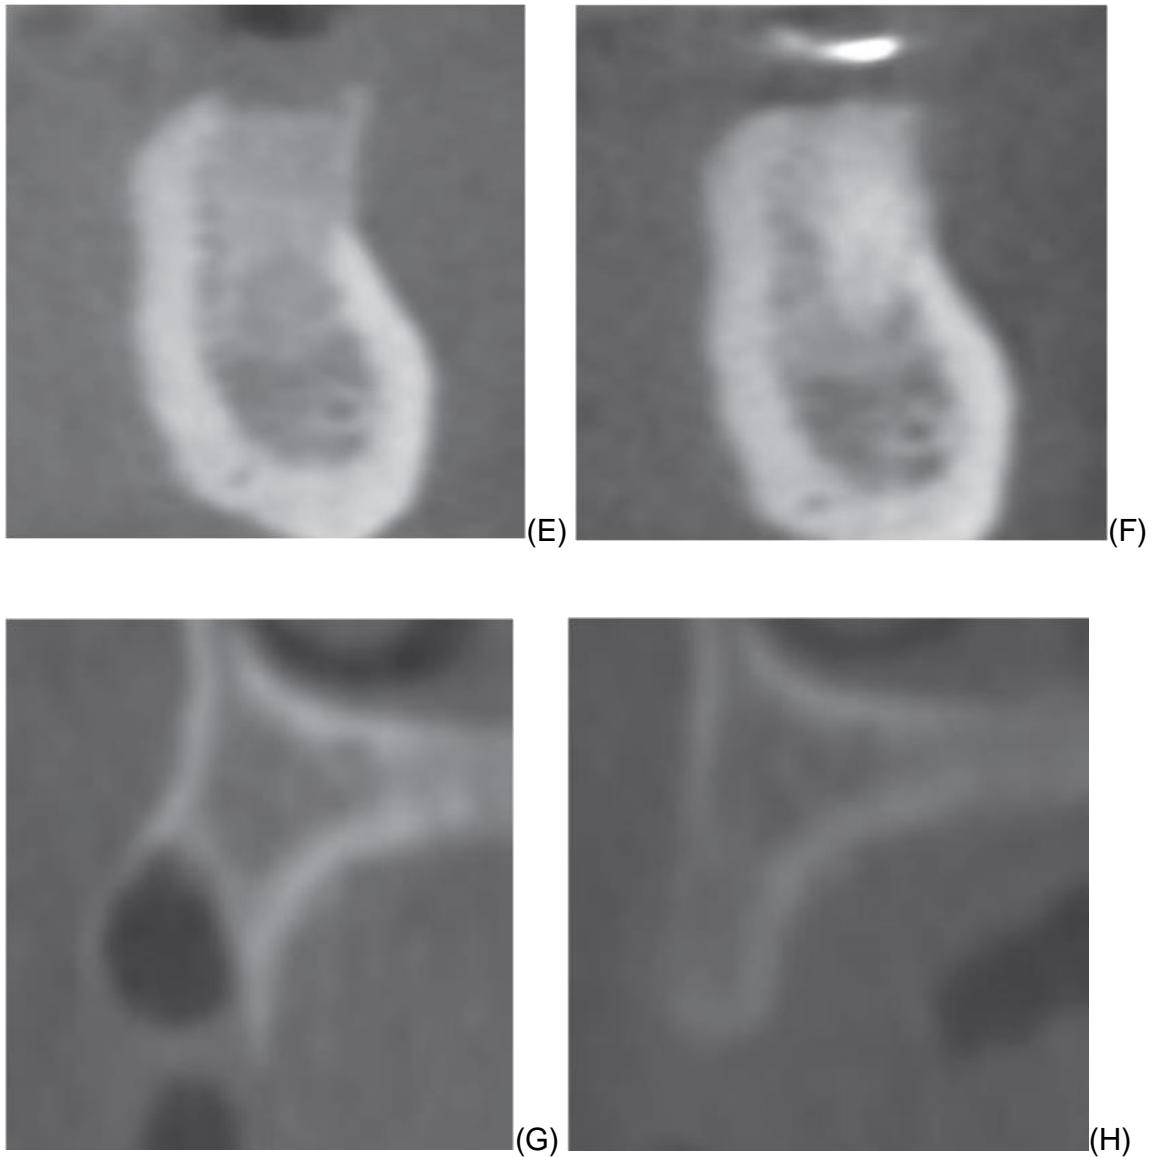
Representando tomografia computadorizada Cone-beam (CBCT) de todos os quatro tipo de tratamento no início do estudo e após 6 meses. (A) local b-TCP na linha de base. (B) alvéolo TCP após 6 meses (C) osso bovino mineral desmineralizado (DBBM) local -C / CM em linha de base. (D) C-DBBM local / CM aos 6 meses. (E) local DBBM-C / PG no início do estudo. (F)DBBM-C / site PG em 6 meses. (G) Local de Controle na linha de base. (H) Controle local aos 6 meses. Jung et al., 2013; 40: 90–98
